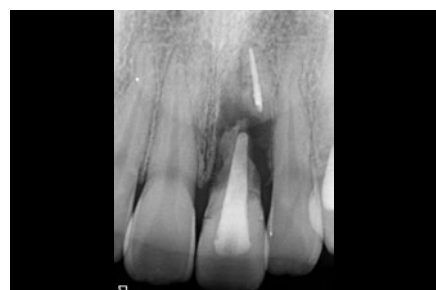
初診時のデンタルX線像。[1] に歯根破折が認められた。
